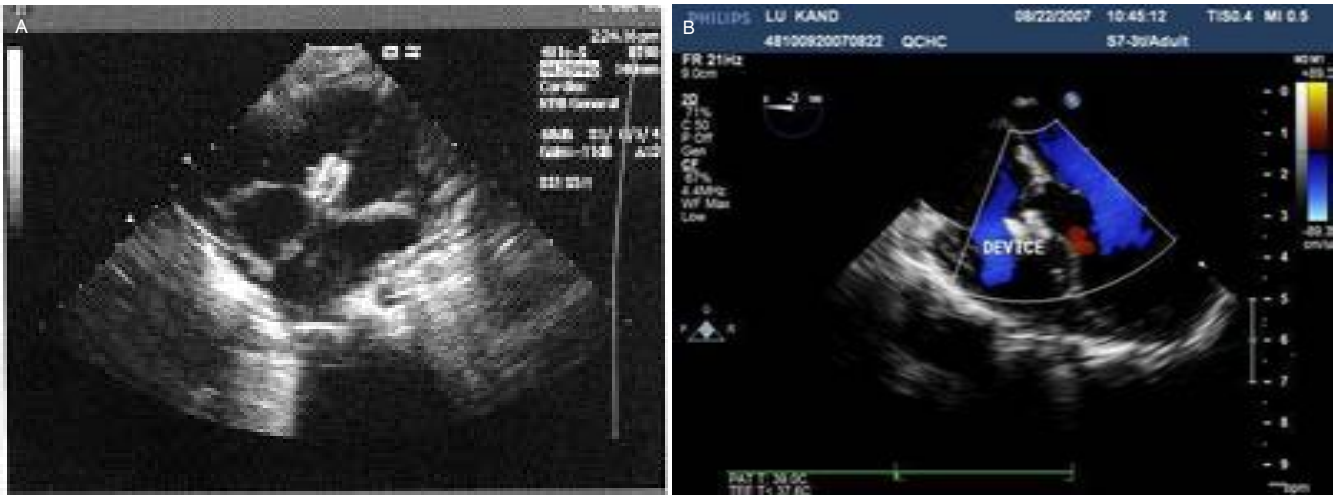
心脏多普勒超声显示室间隔缺损置入封堵器后封堵器与缺损匹配良好
